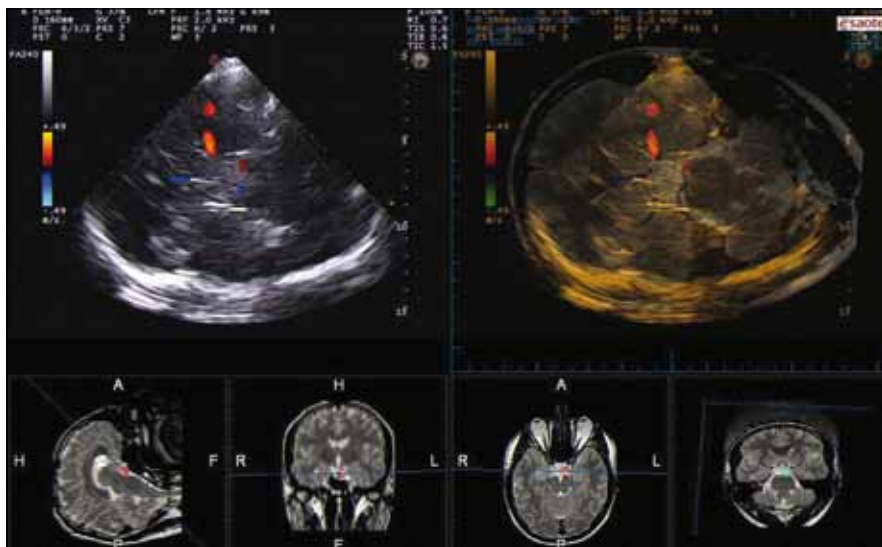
Transkraniální duplexní sonografické vyšetření s využitím fixace hlavy z důvodu udržení stabilní polohy hlavy.
